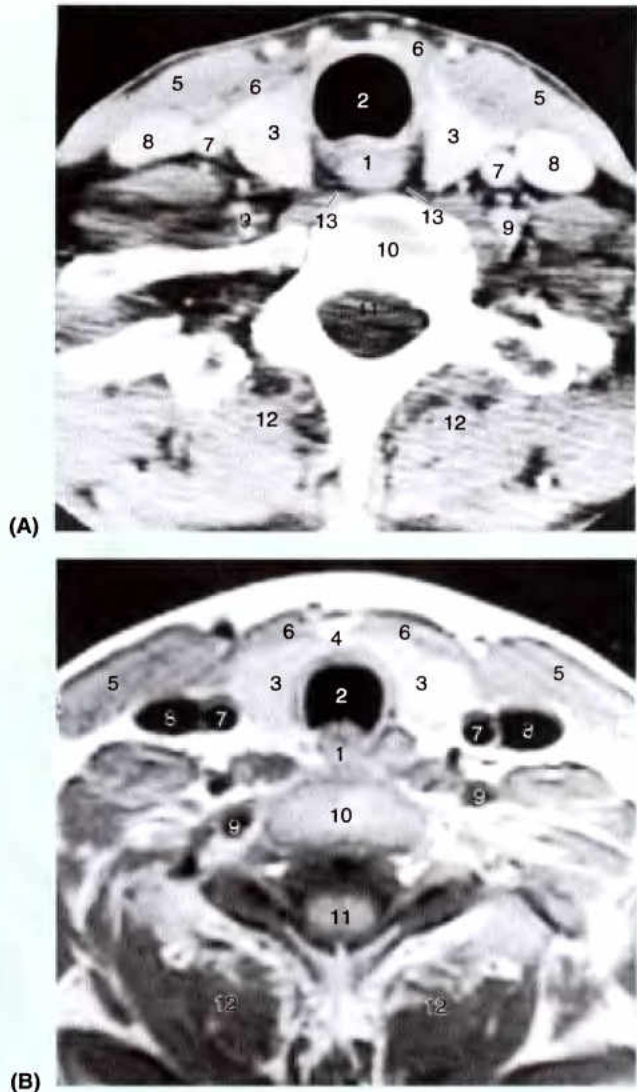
Coupes TDM et IRM transversales du cou passant par la glande thyroïde. A. Coupe TDM entamant les lobes de la glande thyroïde. (Avec l'aimable permission du Dr. M. Keller, Professeur Assistant d'Imagerie Médicale, Université de Toronto, Toronto, Ontario, Canada). B. Coupe IRM passant par l'isthme de la glande thyroïde. 1, œsophage ; 2, trachée ; 3, lobes de la glande thyroïde ; 4, isthme thyroïdien ; 5, SCM ; 6, muscles sterno-hyoïdiens ; 7, artère carotide commune ; 8, VJI ; 9, artère vertébrale ; 10, corps vertébral ; 11, moelle épinière entourée de liquide cérébro-spinal dans l'espace subarachnoïdien ; 12, muscles profonds de la nuque ; 13, espace rétropharyngien. (Avec l'aimable permission du Dr. W. Kucharczyk, Directeur Clinicien, Centre Tri-hospitalier de Résonance magnétique, Toronto, Ontario, Canada).
